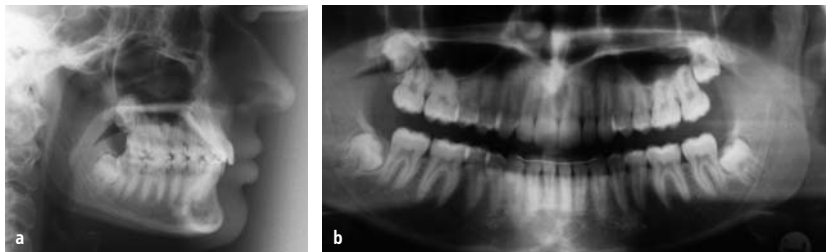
Röntgenbilder Anfangsbefund.
